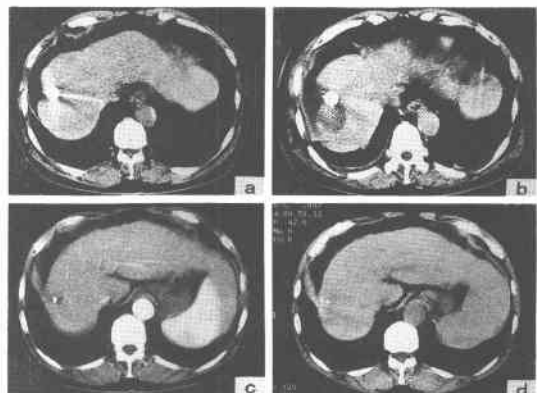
CT examination of local recurrence after laparoscopic MCT.
